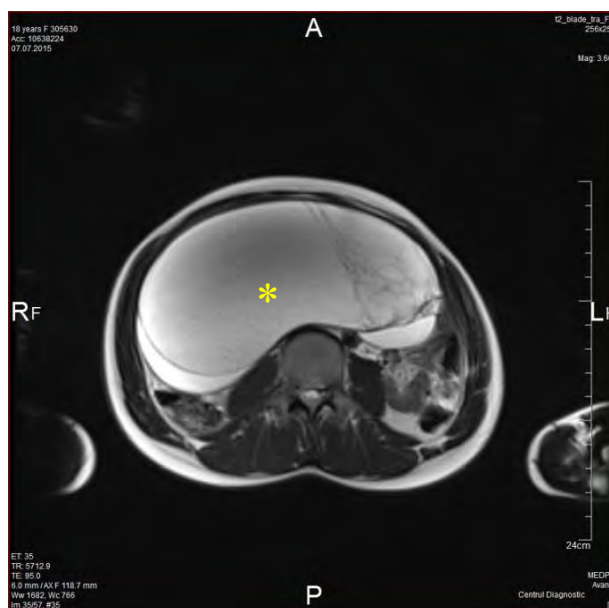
IRM T2W (V.C., 18 ani): chistadenom mucinos gigantic (27x20cm), multicameral a ovarului drept (proiecție axială)
